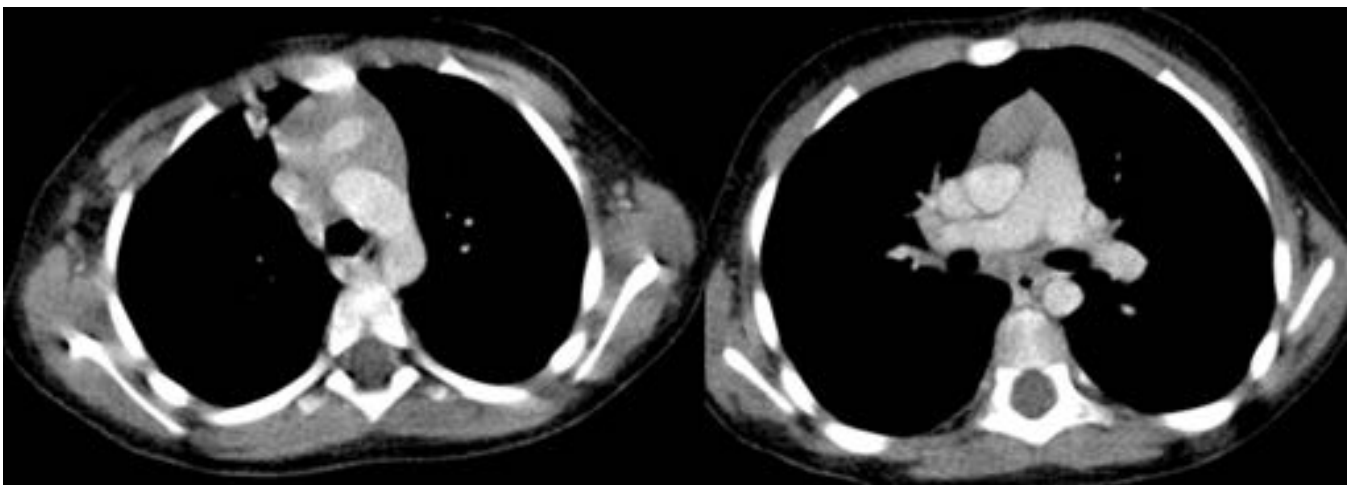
TC torácica de niño de 2 años para estudio de nódulo pulmonar que muestra el aspecto del timo
